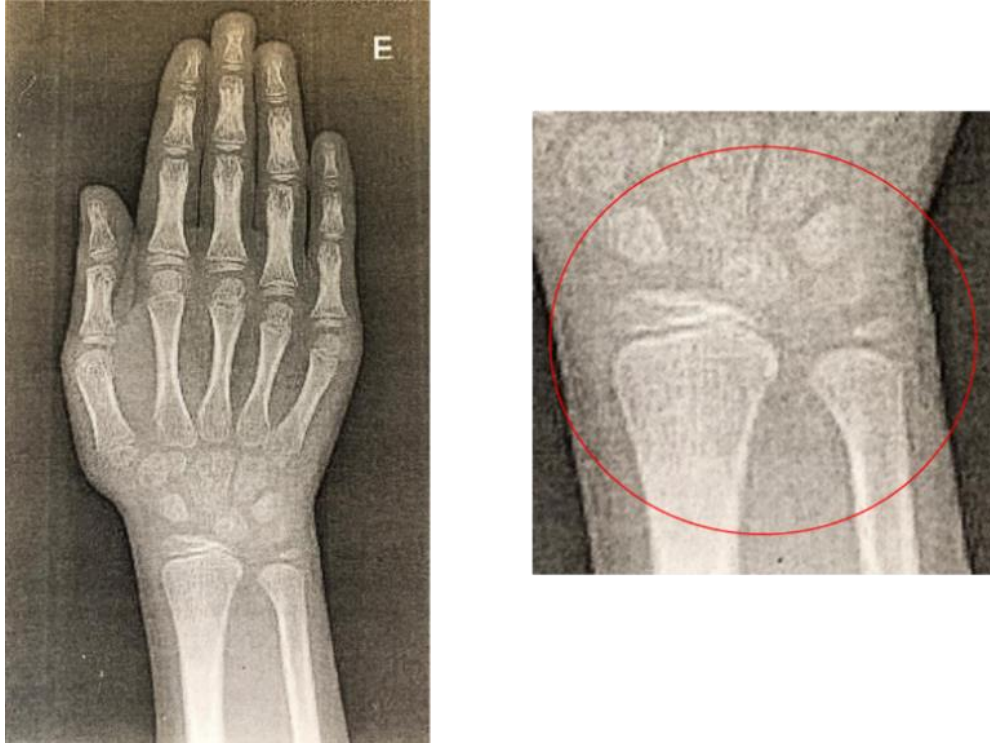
Radiografia de mãos e punhos para idade óssea com discreta triangulação da epífise distal do rádio, que pode configurar uma deformidade de madelung inicial
